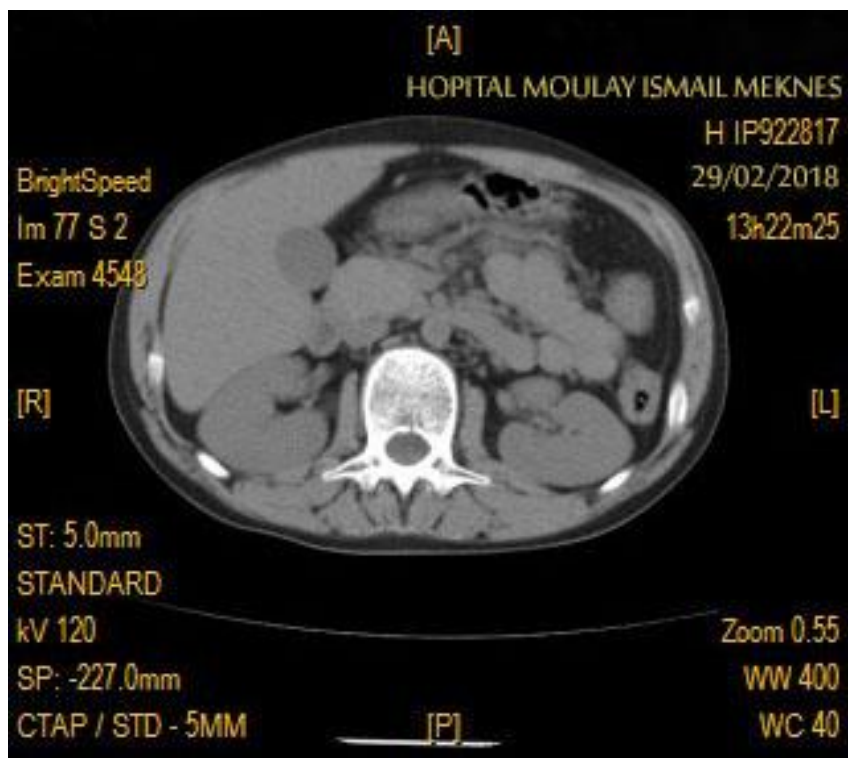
TDM abdominale montrant une pancréatite aiguë + collection péri-pancréatique
